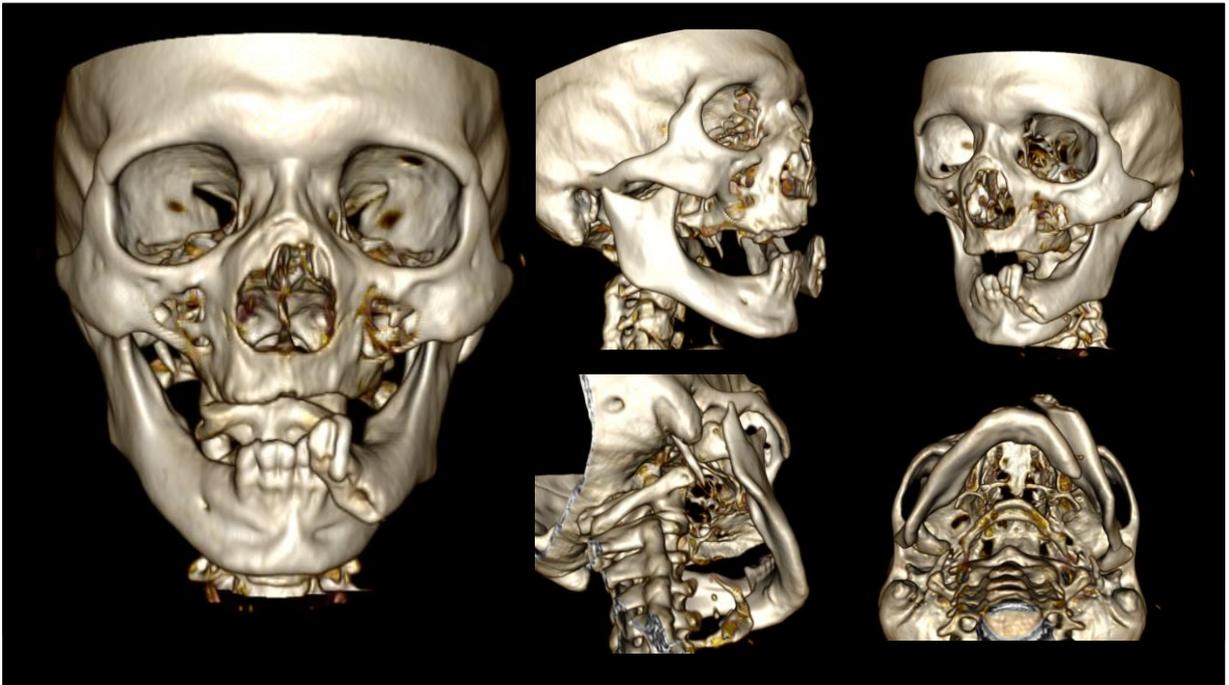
Imagem pré-operatória obtida por tomografia computadorizada multislice, mostrando fratura transforame mentoniana no lado esquerdo da mandíbula e fratura por contragolpe na região da cabeça da mandíbula do lado direito
